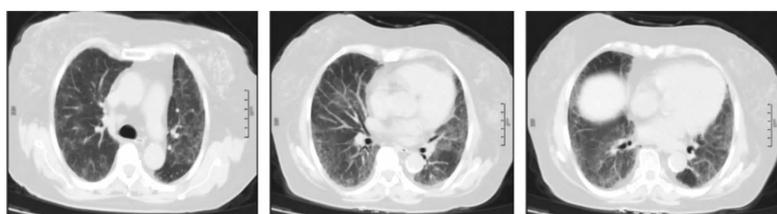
患者治疗 10 d 后胸部 CT:双肺磨玻璃影较前明显吸收
